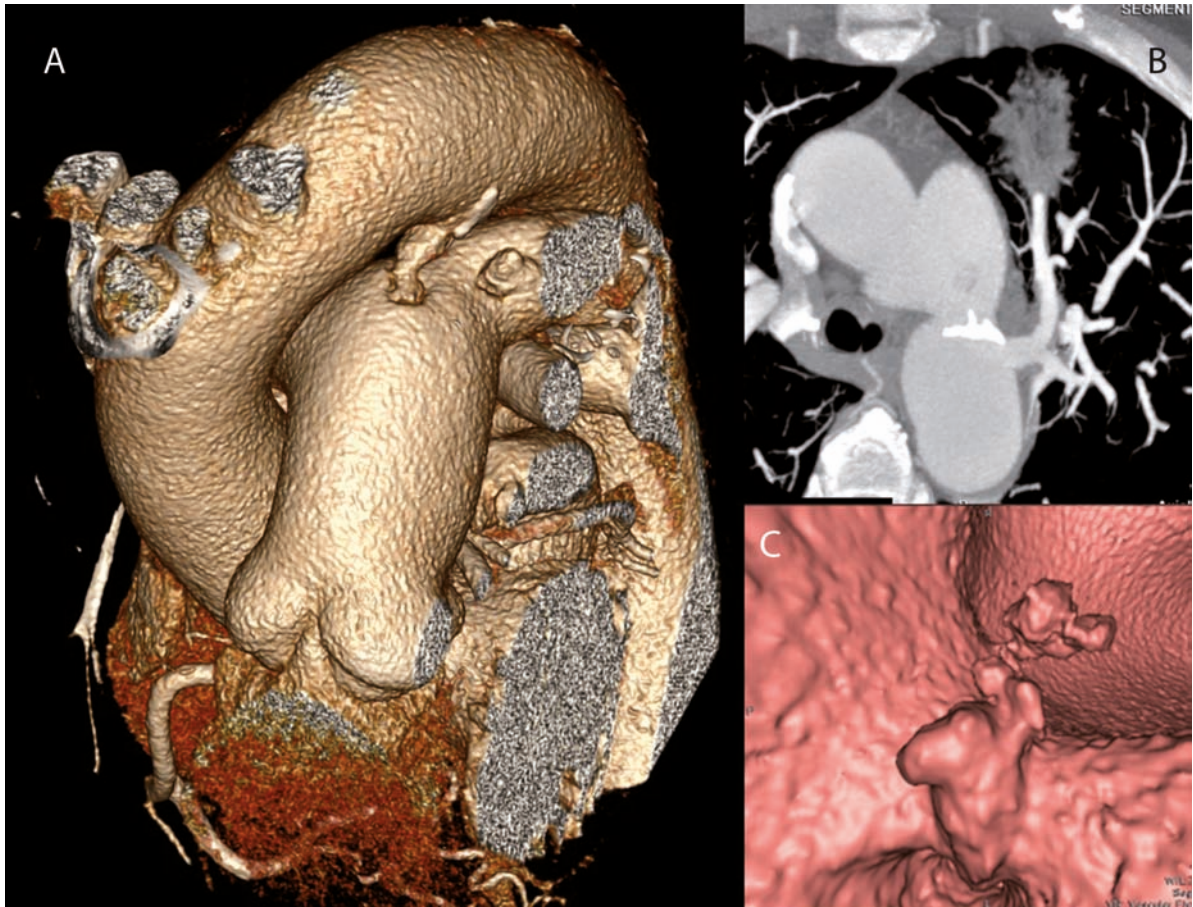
Tomografía computada multicorte torácica que muestra (A) reconstrucción tridimensional del DAP conectando el arco aórtico con la arteria pulmonar, (B) infiltrado pulmonar compatible con embolia séptica y (C) reconstrucción tridimensional de la vegetación adherida al extremo pulmonar del ductus.
